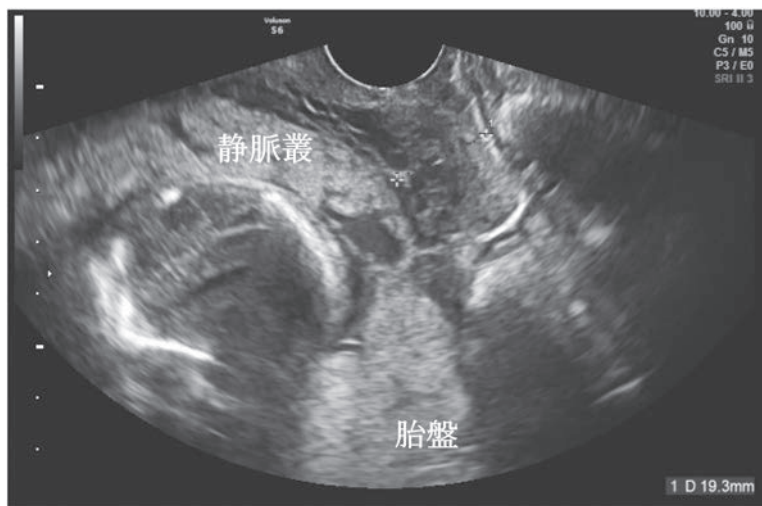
妊娠20週の経膣超音波画像。子宮頸管長の短縮を認める。低位胎盤とそれに続く静脈叢。
